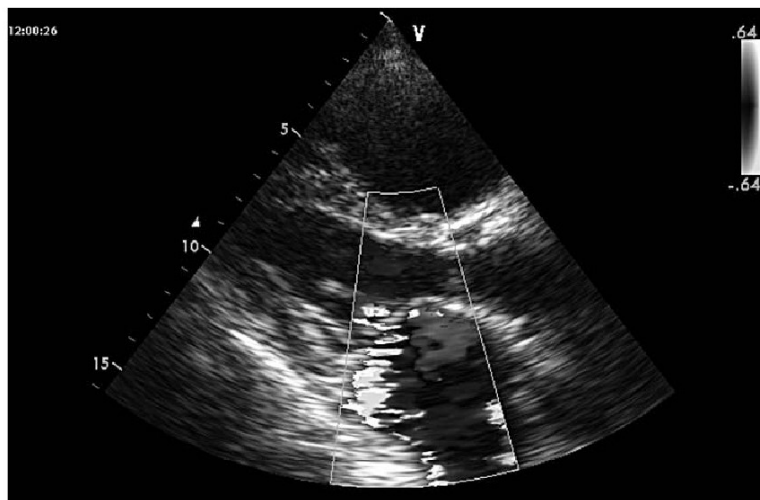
Эхокардиографические признаки митральной недостаточности у того же пациента. В-режим. Парастернальная позиция. Длинная ось левого желудочка. Режим цветового доплеровского картирования. Недостаточность митрального клапана. Поток значительной митральной регургитации
